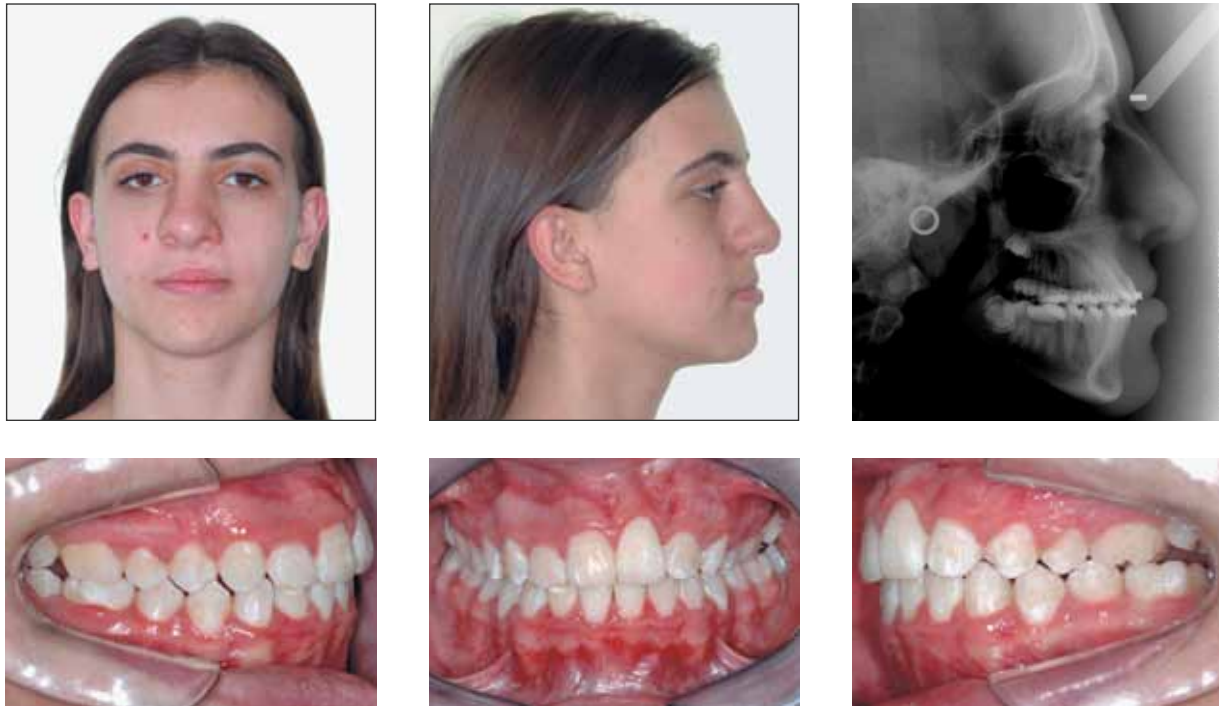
Ao final do tratamento, os resultados são bons para a oclusão. A face mantém características de um padrão III, por deficiência maxilar, com envolvimento maior do tecido mole, com relações esqueléticas e dentárias aceitáveis (veja radiografia lateral da face). O déficit estético relacionado ao tecido mole pode ser muito aliviado por cirurgias de retoque no lábio e no nariz, inclusas na fase final do protocolo de tratamento que a paciente vai realizar.
